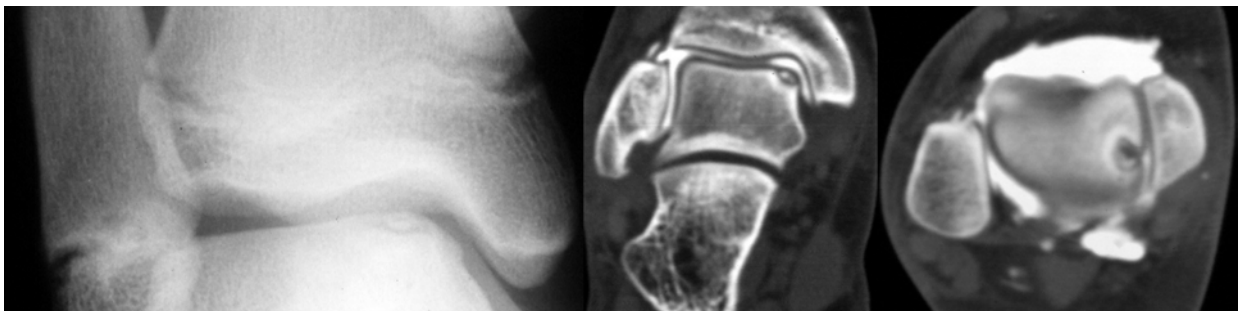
Osteocondritis disecante. Rx, Artro-TAC cortes coronal y axial.
